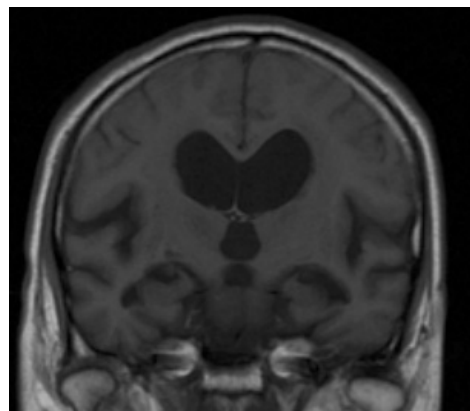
82歳男性 iNPH。MRI T1 coronal sectionで典型的なhigh convexity tightnessを確認できる。
